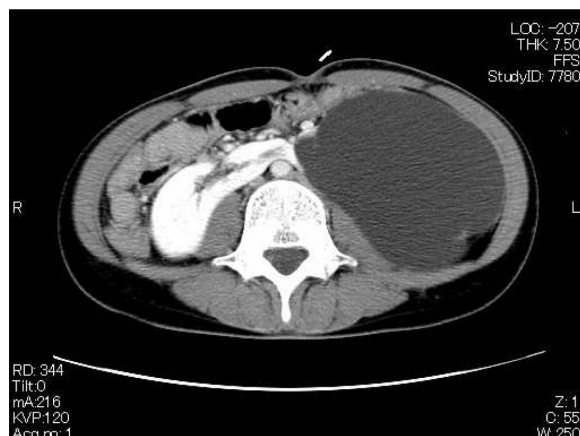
CT scan shows a horseshoe kidney and left hydronephrosis.
